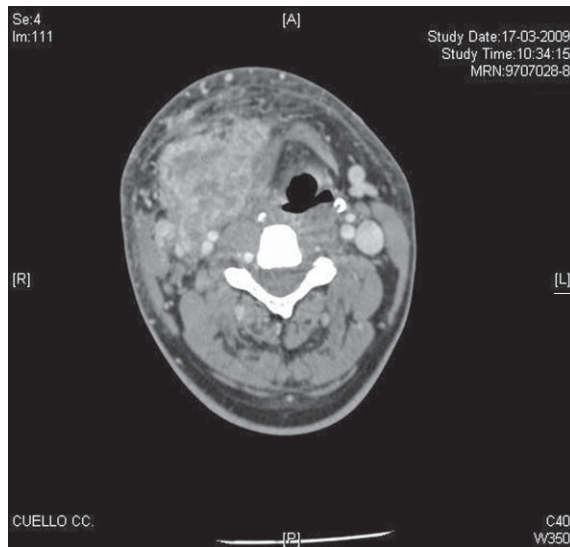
Tomografía axial computada de cuello con contraste que demuestra lesión cervical inicial.
